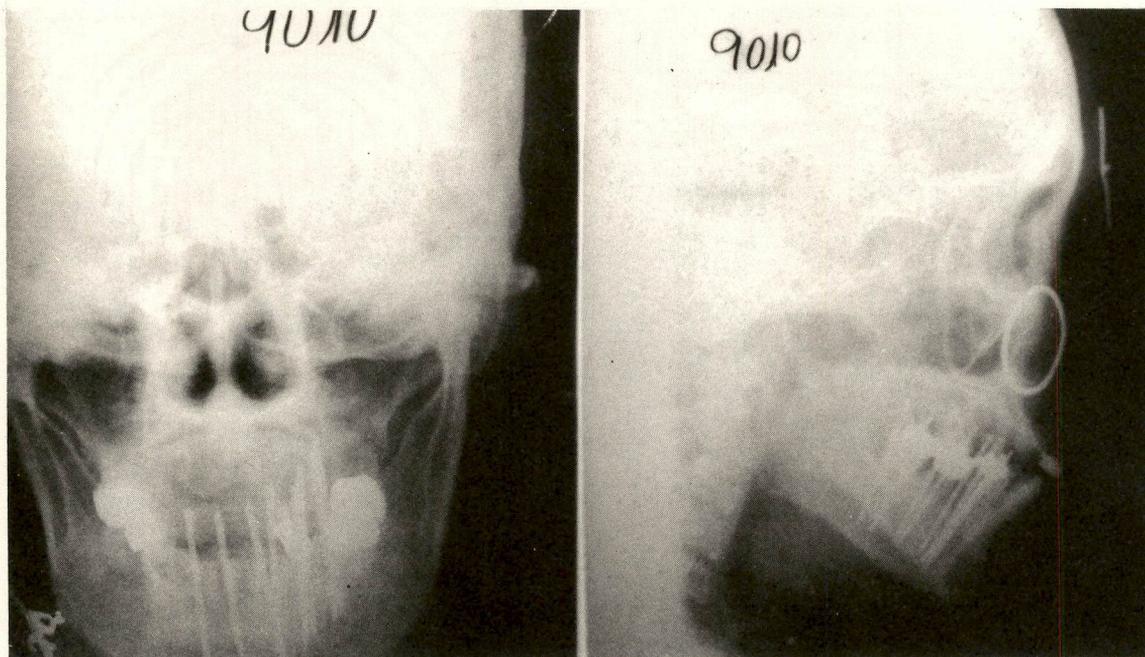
Radiografias AP e lateral, com os dispositivos para cálculo de magnificação e sistema de referência.
